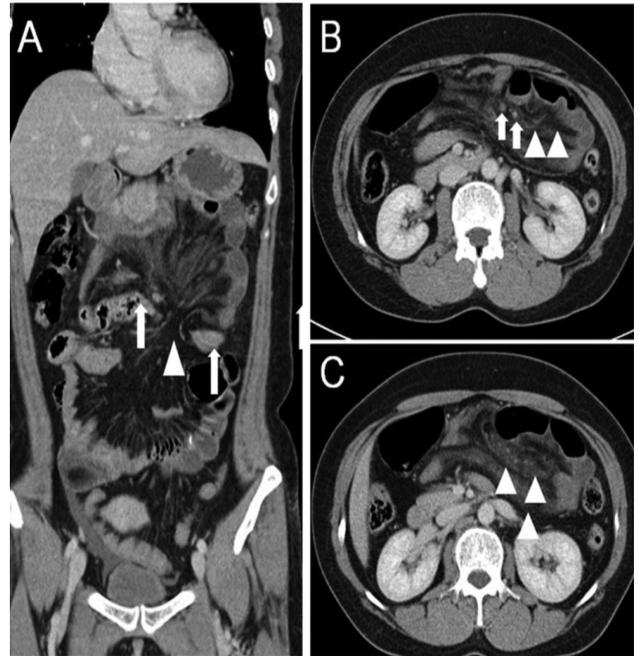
(A, B and C). Abdominal contrast computed tomography (CT). A coronal image of CT (A) showed that a protrusion of a distended jejunal segment with its mesentery was placed between the stomach and the transverse colon (white arrows) via the front transverse colon (white arrow head). One axial image of CT (B) demonstrated engorged vessels of the involved mesentery (white arrows) and perivascular fatty infiltration (white arrow heads). The other axial image of CT (C) showed a decreased perfusion of the involved bowel (white arrow heads).
